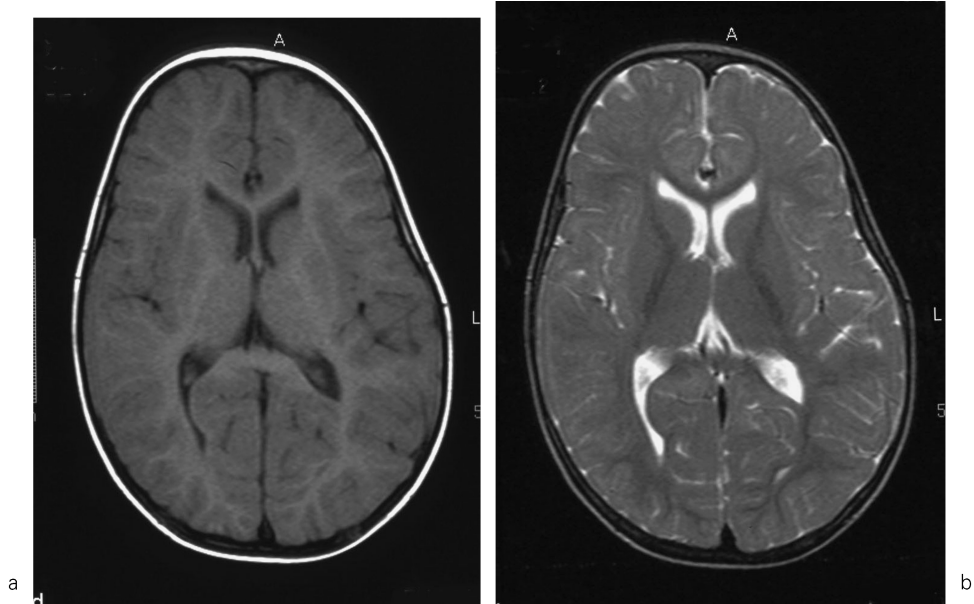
MRI image of a normal developed 14-month-old child
